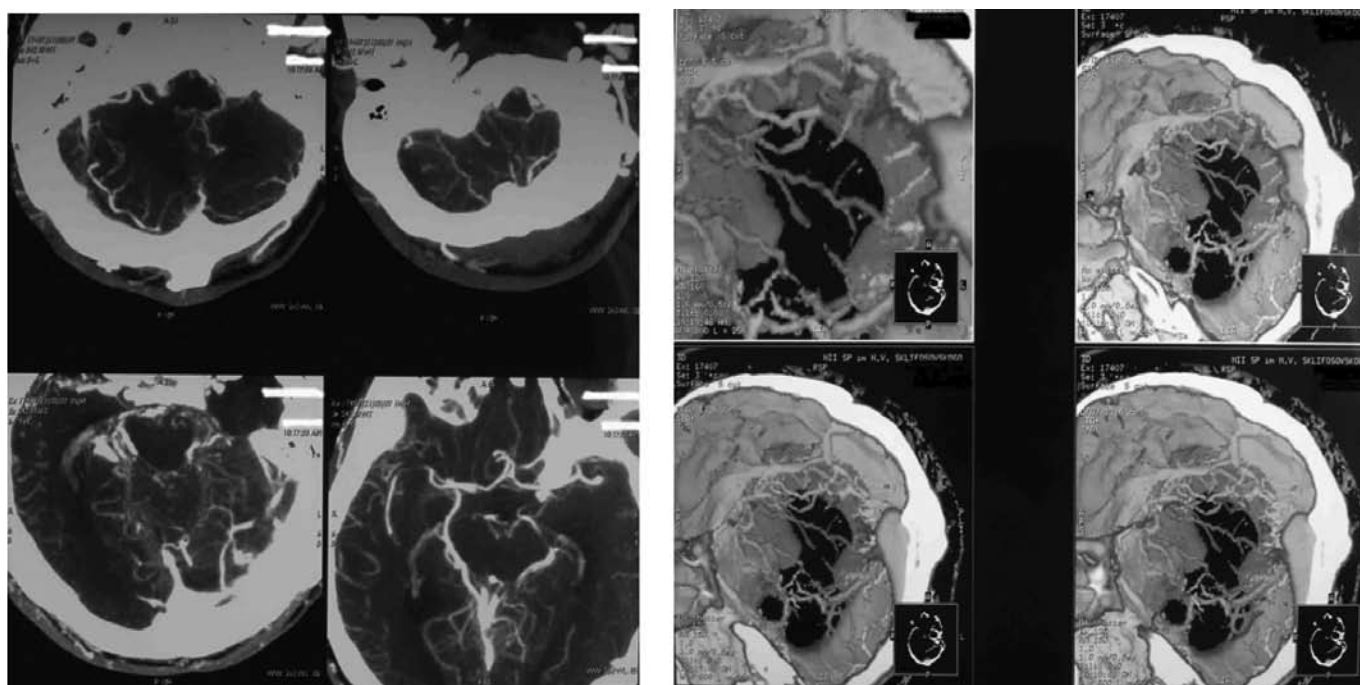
3D КТ-ангиография головного мозга. Сосудистой мальформации не выявлено.
